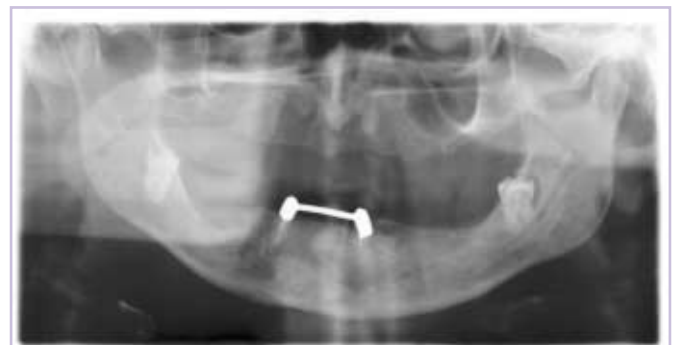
Röntgenbefund bei Behandlungsbeginn. Nach Entfernung der Weisheitszähne ist die Insertion von jeweils 4 Implantaten im Ober- und Unterkiefer für die Versorgung mit einem teleskopverankerten Zahnersatz geplant.
